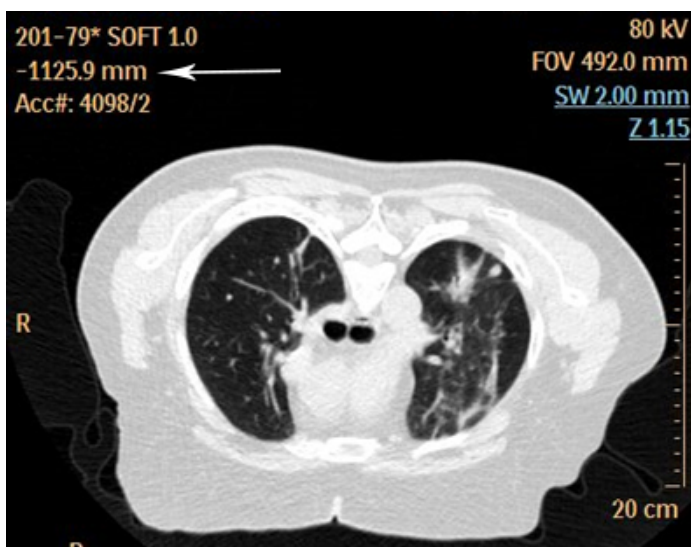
Предоперационное сканирование. Очаг в левом легком (тонкая стрелка). Значение необходимого положения стола томографа (толстая стрелка) [оригинальный рисунок].
